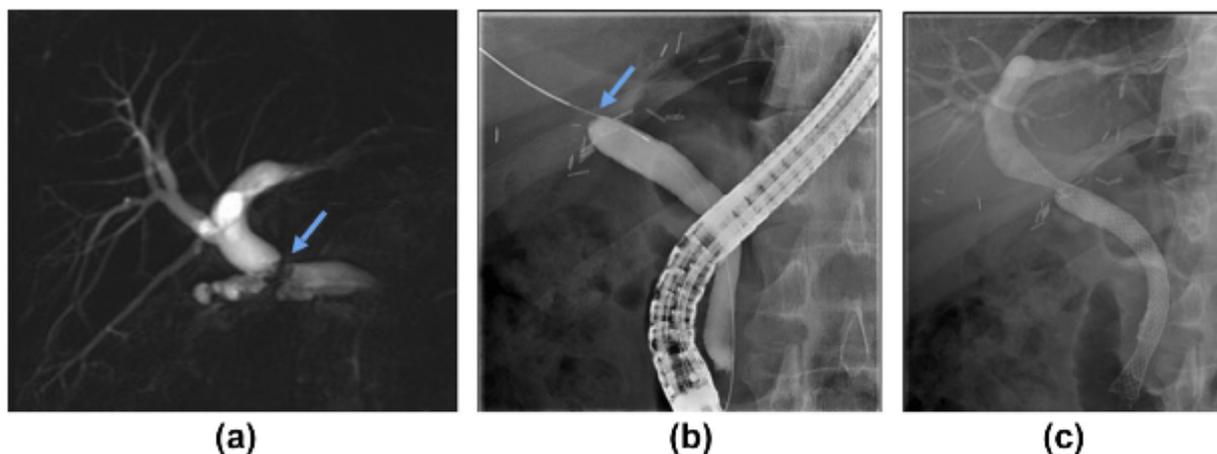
(a) Estenosis anastomótica (flecha) documentada por colangioresonancia magnética. (b) La estenosis muy estrecha, no se logra visualizar medio de contraste por encima de la estenosis (flecha). (c). Colocación de un prótesis biliar metálica totalmente cubierta (19).
